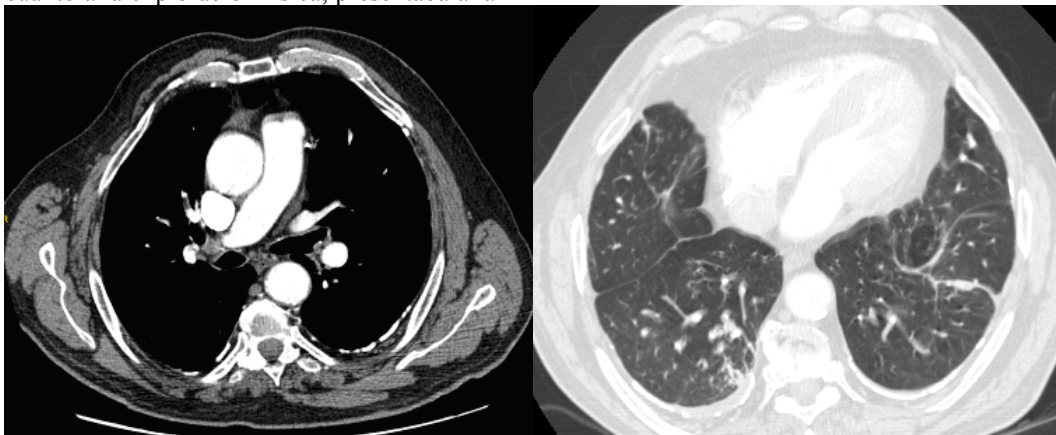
Angio-TAC: se observan defectos de repleción en arterias pulmonares segmentarias de lóbulo superior, lóbulo medio, lóbulo inferior derechos en relación con TEP agudo e infiltrado en lóbulo inferior derecho de base pleural, que podría estar en relación con infarto pulmonar. No presenta estructuras ganglionares de tamaño significativo en cadenas mediastínicas. Asocia una mínima banda de derrame pleural derecho, que podría estar en relación con infarto pulmonar
